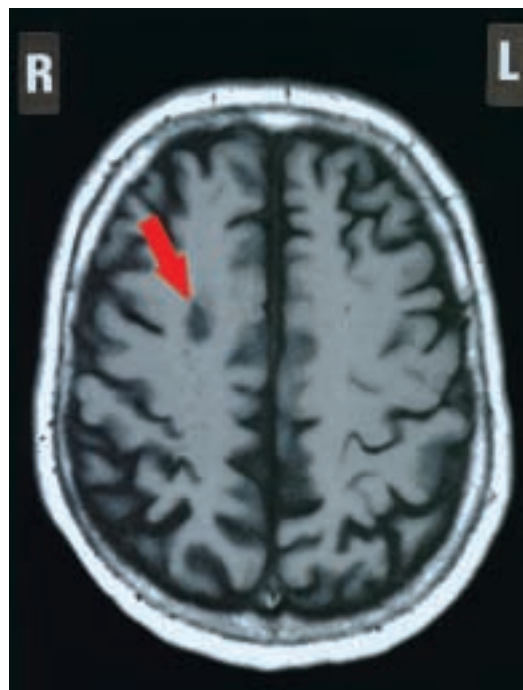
MRT: ischämische Zone im Versorgungsgebiet der rechten A. cerebri media.
